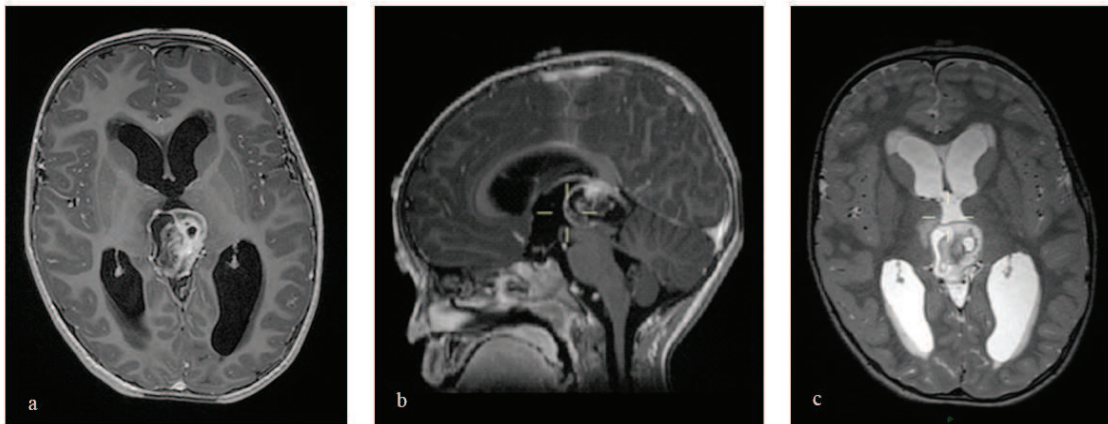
IRM cérébrale en séquence T1 avec injection de produit de contraste (a : coupe axial ; b : sagittale) et en séquence T2 (c : coupe axiale) montrant un tératome de localisation pinéale, lésion volumineuse avec composante kystique et charnue prenant le contraste de façon hétérogène.
